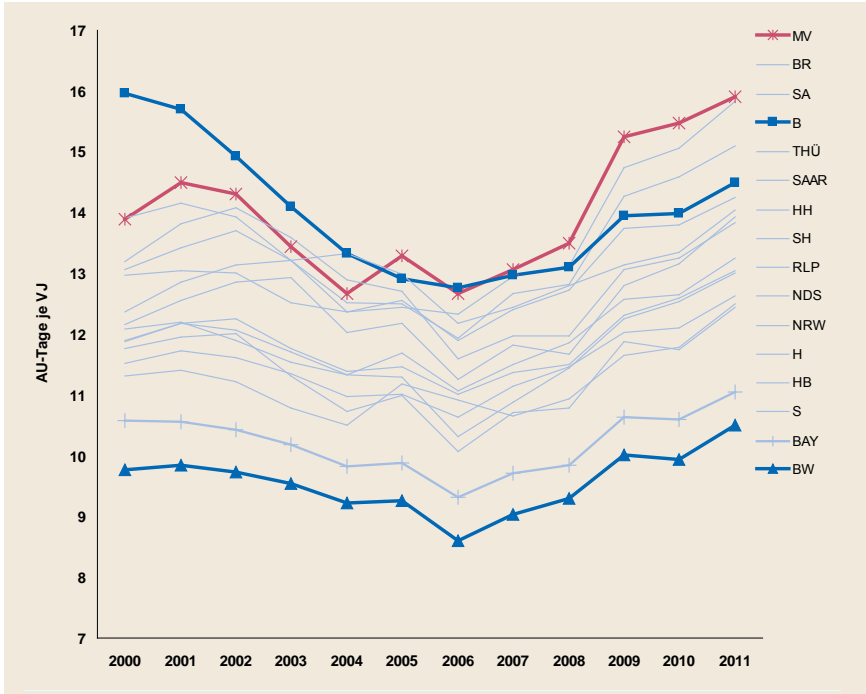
(standardisiert, Erwerbspersonen TK,)
